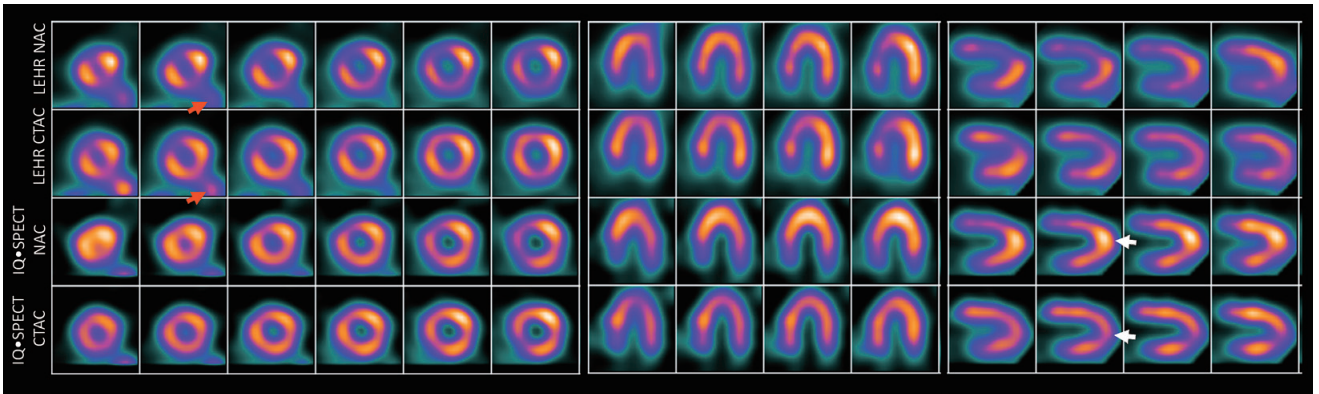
図 S.2a と同一の被検者で、安静時の撮像。先ほど同様、hot apex と、減弱補正によるその改善がみられる（白矢印）。下側壁に隣接する腸管内の集積がみられるが、これが減弱補正によって、さらに強調されている（赤矢印）。この場合、心外集積の減弱補正後の上昇は LEHR 画像と IQ・SPECT 画像で同様の傾向がみられるが、LEHR 画像でより顕著である。心外集積と、それによる下壁あるいは下側壁への集積への影響は、解釈時十分に注意する必要があり、projection data を参照するなど、腸の取り込みの程度を判断し、それによる下壁への寄与を推定することが対策として考えられる。（Courtesy of University of Michigan, Ann Arbor MI USA.）
